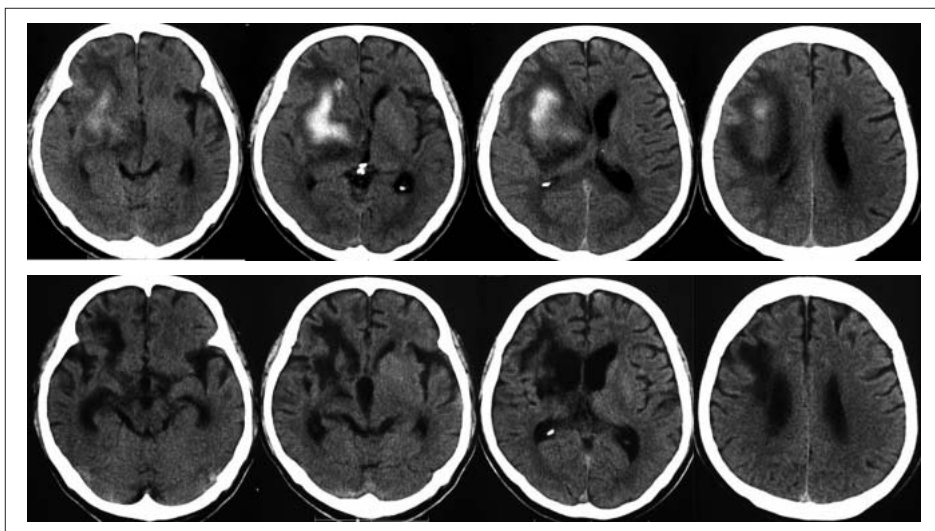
CT画像 上) 18病日 下) 133病日
